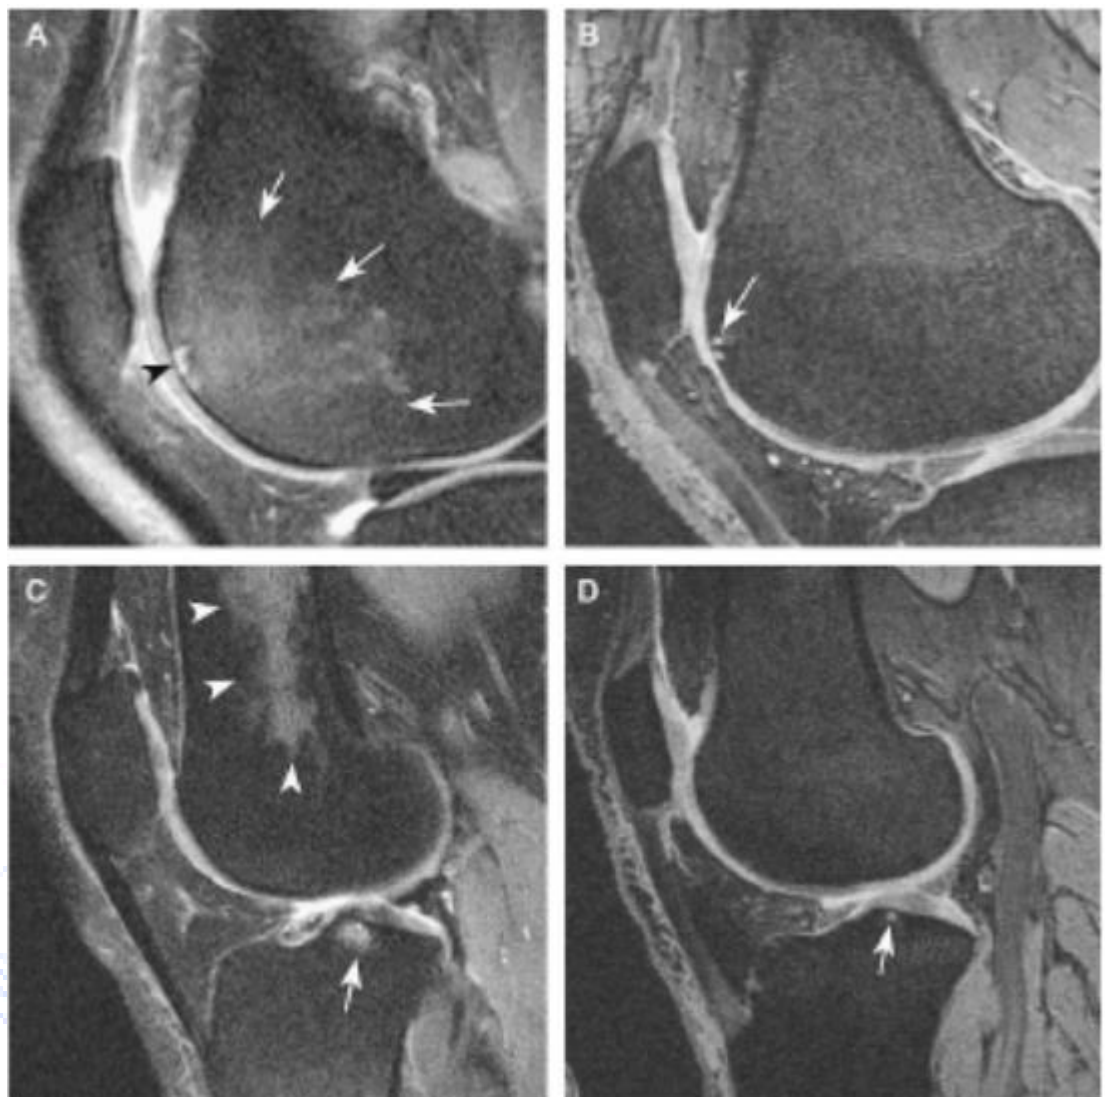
Сравнение последовательностей типа FSE и GRE для визуализации ССКМ и диффузных изменений в костном мозге при 3-кратной МРТ.
